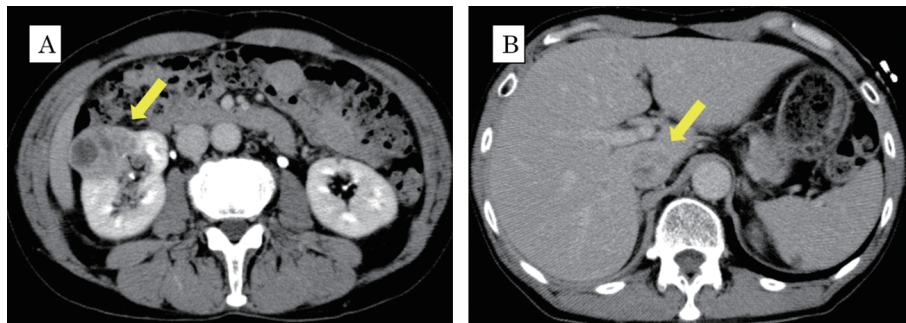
Contrast-enhanced CT scan shows a large enhanced tumor in the right kidney, indicated by the yellow arrow (A). The tumor also extends into the inferior vena cava, indicated by the yellow arrow (B).
